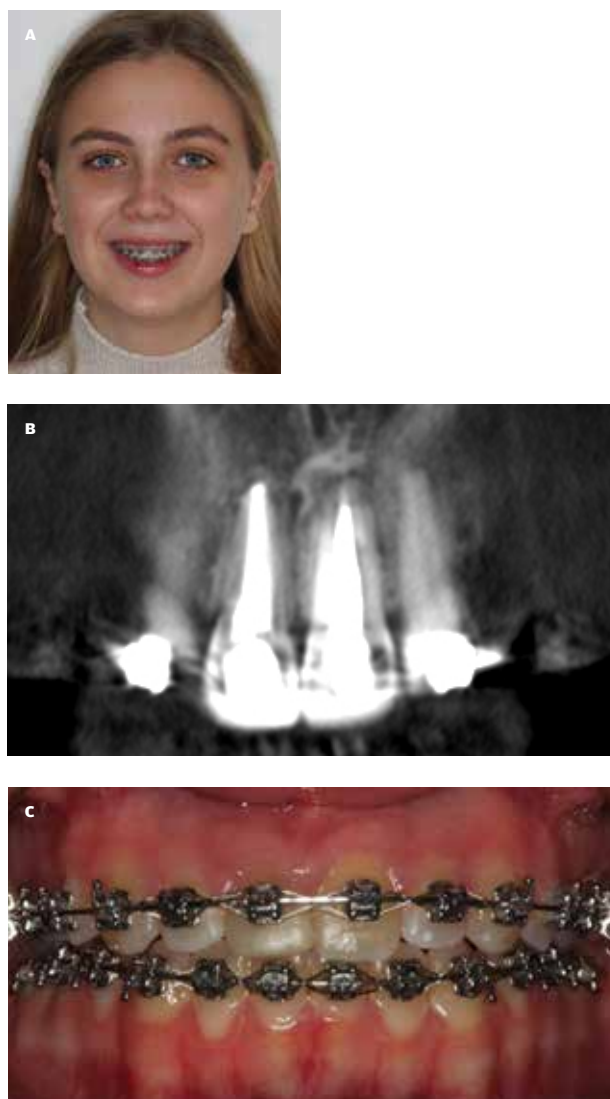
A. Klinisk ansigtsfoto, 1 år efter segmentosteotomi. B. CBCT ved 1 års kontrol viser ophealing af den apikale forandring 1+ og knogleopheling sv.t. knogletransplantatet apikalt for +1. C. Klinisk foto af okklusionen 1 år efter operation.
